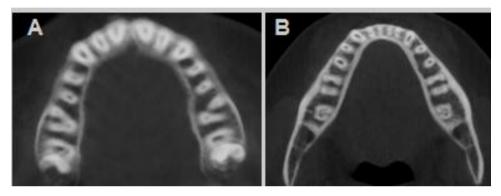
Imagem de tomografia *Cone-Beam* em corte axial da (A) maxila e (B) da mandíbula, permitindo a observação dos espaços interradiculares. (Imagem cedida pelo Curso de Especialização em Ortodontia da FO-UFRGS).
